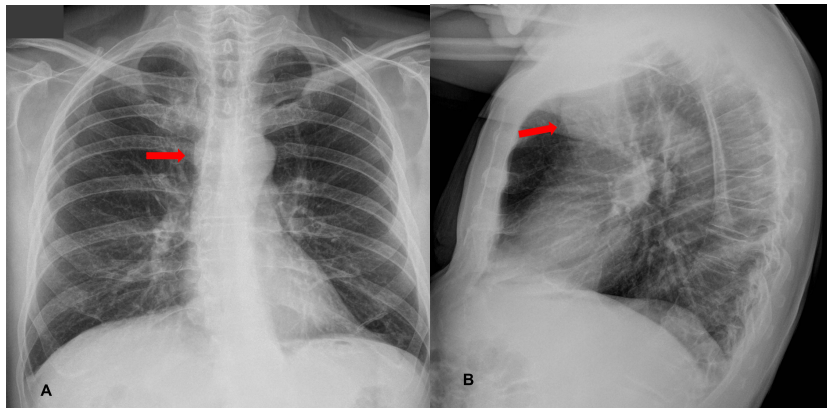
Radiografía del tórax PA (A) y lateral (B) mostrando masa mediastinal anterior.
